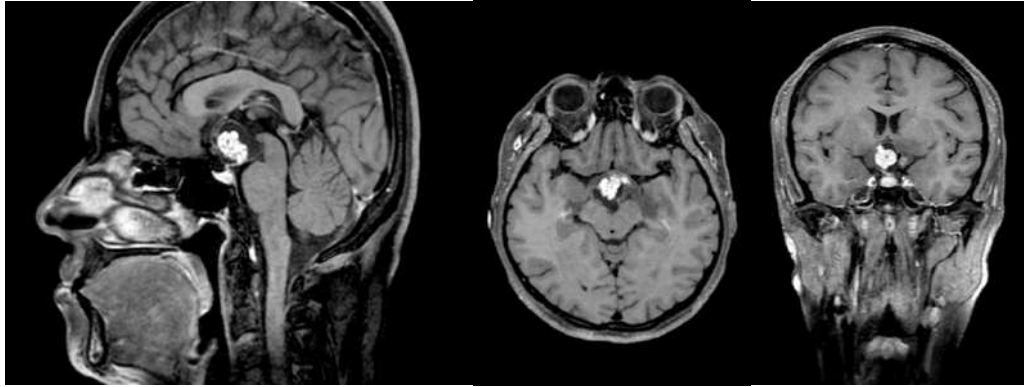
Спостереження №20. МРТ пацієнтки із кістозно-солідною ретроінфундібулярною (Kassam-Jamshidi IIIA) екстра-інтравентрикулярною адамантиноподібною КФ в Т1 послідовності із внутрішньовенним підсиленням гадолінієм. Візуалізується анатомічне співвідношення зі стінками III шлуночка, стеблом гіпофіза, діенцефальною ділянкою.
